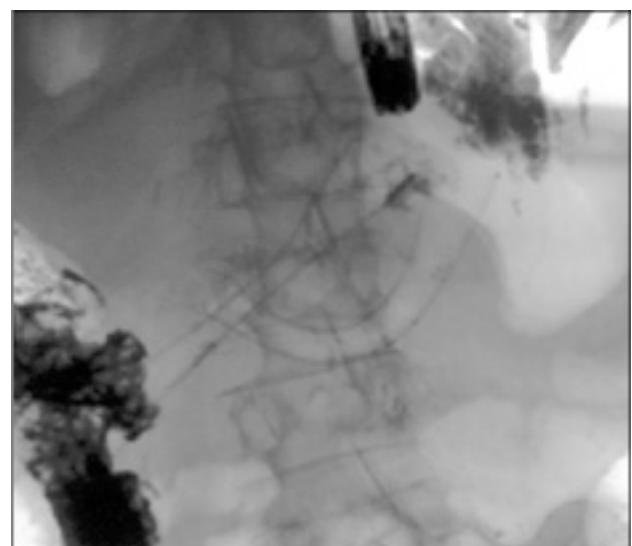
Abdominal x-ray finding. Two well-positioned pyloric SEMS at the afferent and efferent loops are shown.
